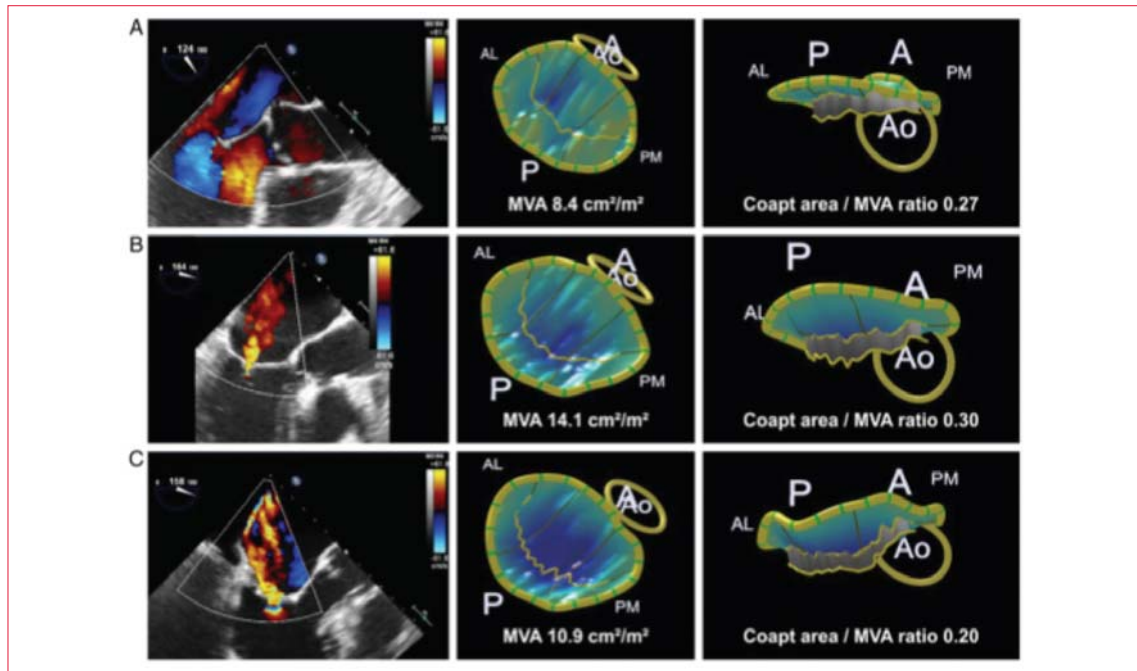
Ejemplos de remodelación de la valva de la válvula mitral utilizando ecocardiografía transesofágica tridimensional. (A) Ejemplo de un individuo sin insuficiencia mitral funcional. (B) Ejemplo de dos pacientes con insuficiencia mitral funcional leve (B) y severa (C), ambas secundarias a infarto inferior. Nótese el área de la válvula mitral (AVM) más grande, así como el cociente entre el área de coaptación y el AVM en pacientes con insuficiencia mitral funcional leve comparado con pacientes con insuficiencia mitral funcional severa. A, anterior; AL, ántero-lateral; Ao, aorta; P, posterior; PM, posteromedial. Reproducido con permiso de Debonnaire y colaboradores⁽⁸⁾.
